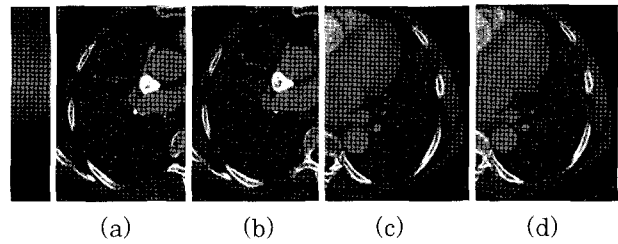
복부 CT 혈관조영영상에서 폐색전증 컴퓨터지원 진단을 위한 비강체 정합 적용예[12]
